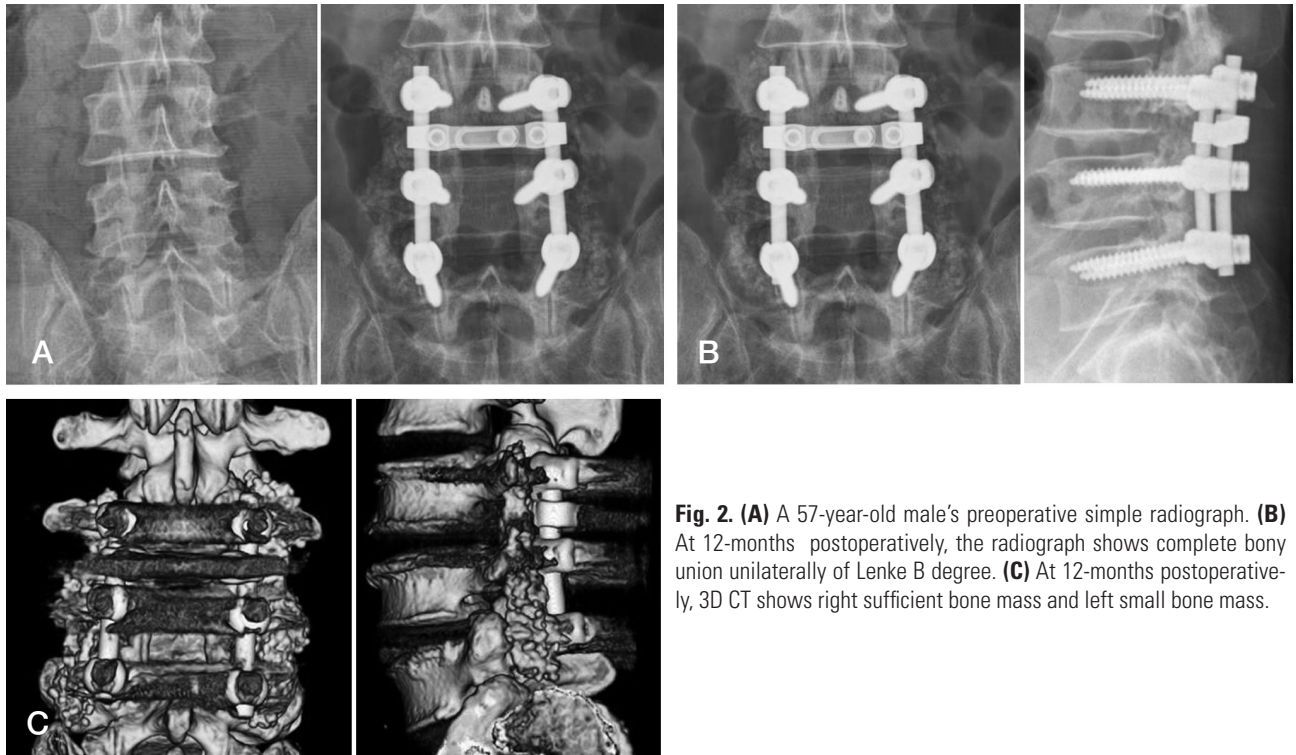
(A) A 57-year-old male's preoperative simple radiograph. (B) At 12-months postoperatively, the radiograph shows complete bony union unilaterally of Lenke B degree. (C) At 12-months postoperatively, 3D CT shows right sufficient bone mass and left small bone mass.
